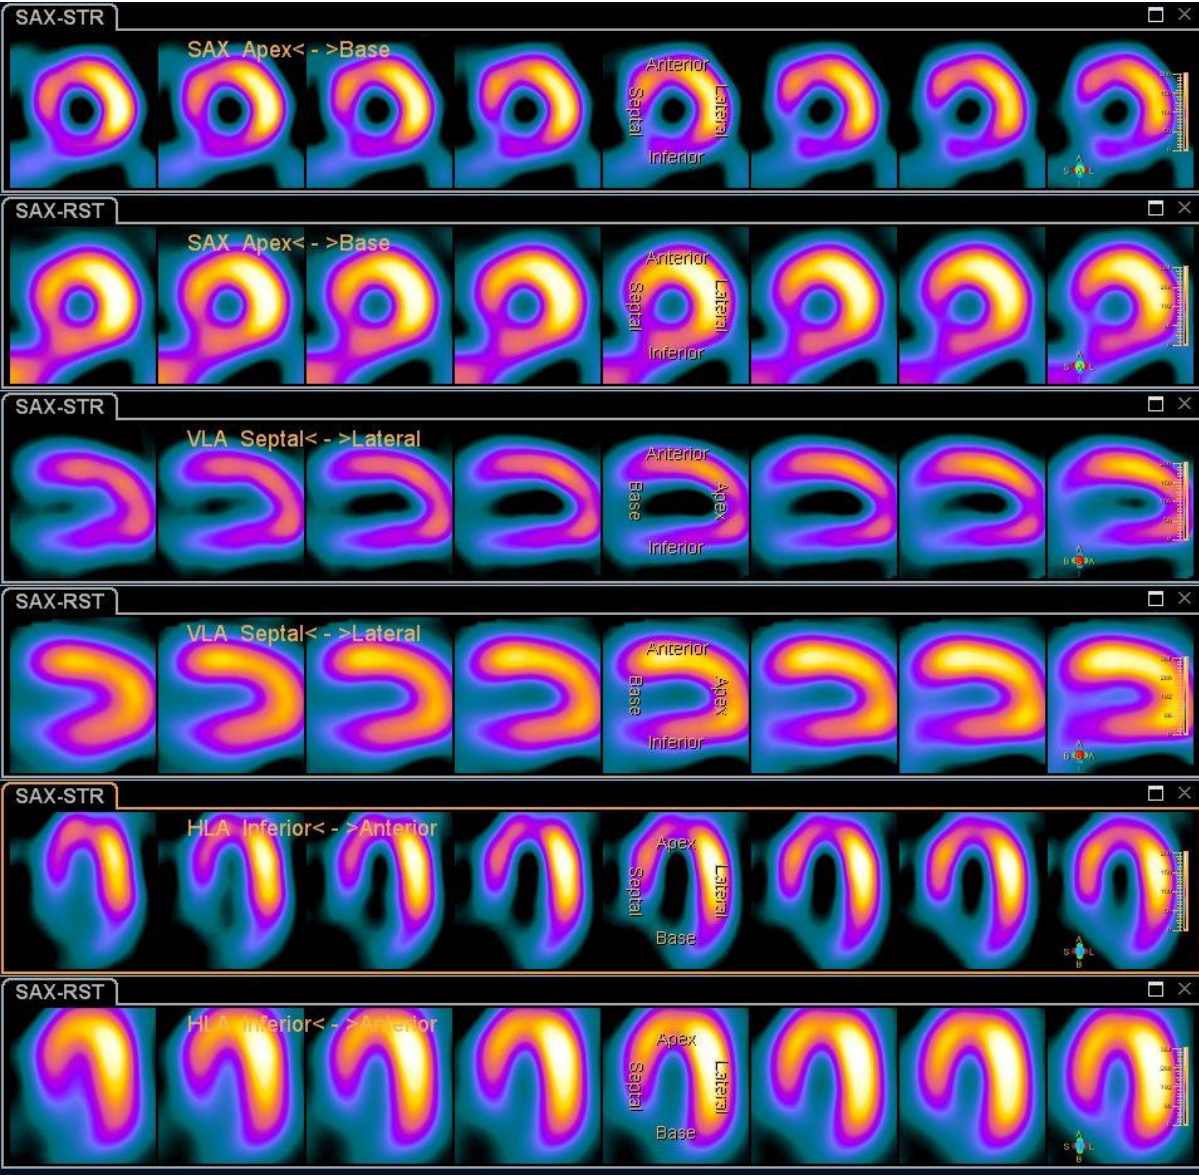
Processamento de uma SPECT de Perfusão do Miocárdio na aplicação “AutoSPECT PRO” da Philips. Cada coluna de imagens representa um intervalo do ciclo cardíaco e as linhas ímpares representam a aquisição em stress cardiovascular (STR) e a as linhas pares em repouso (RST). A duas primeiras linhas de imagens correspondem ao plano eixo curto (SAX), as duas linhas do meio correspondem ao eixo longo vertical (VLA) e as duas últimas linhas correspondem ao eixo longo horizontal (HLA).
